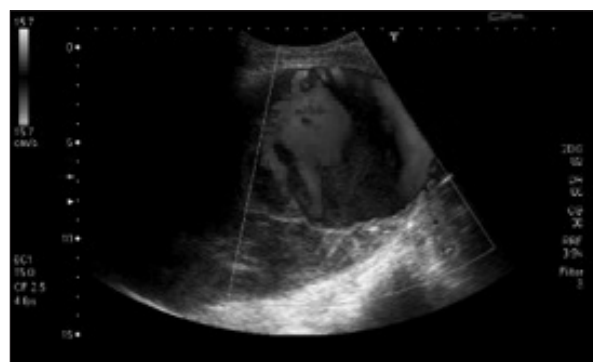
Ultrasonografia doppler demonstrando aneurisma venoso gigante com trombo em seu interior.
